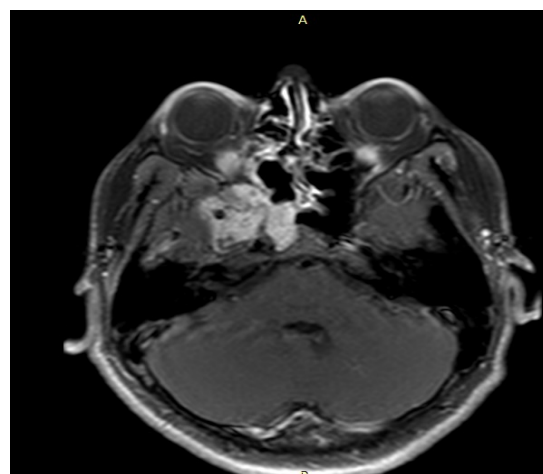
C. Imagen de la lesión por resonancia magnética contrastada en corte axial. Masa que engloba espacio carotideo, invade fisura infraorbitaria y fosa infratemporal; localización lateral en seno esfenoidal, englobando a carótida interna clival
